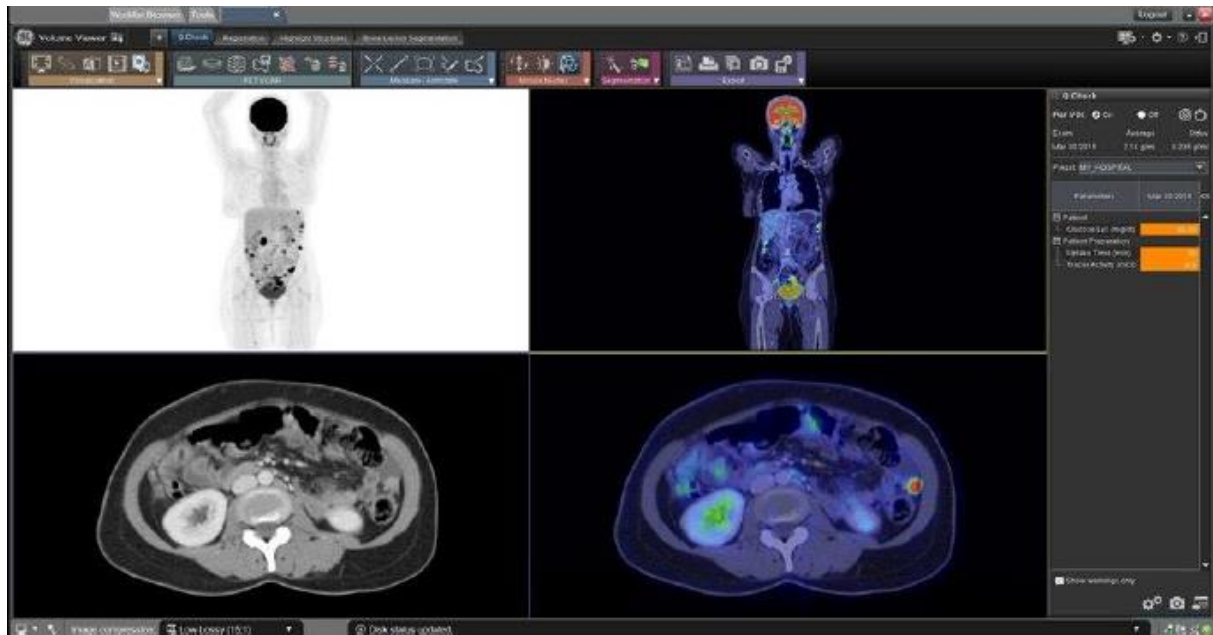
PET VCAR, IA pour vérifier si le traitement du patient fonctionne
